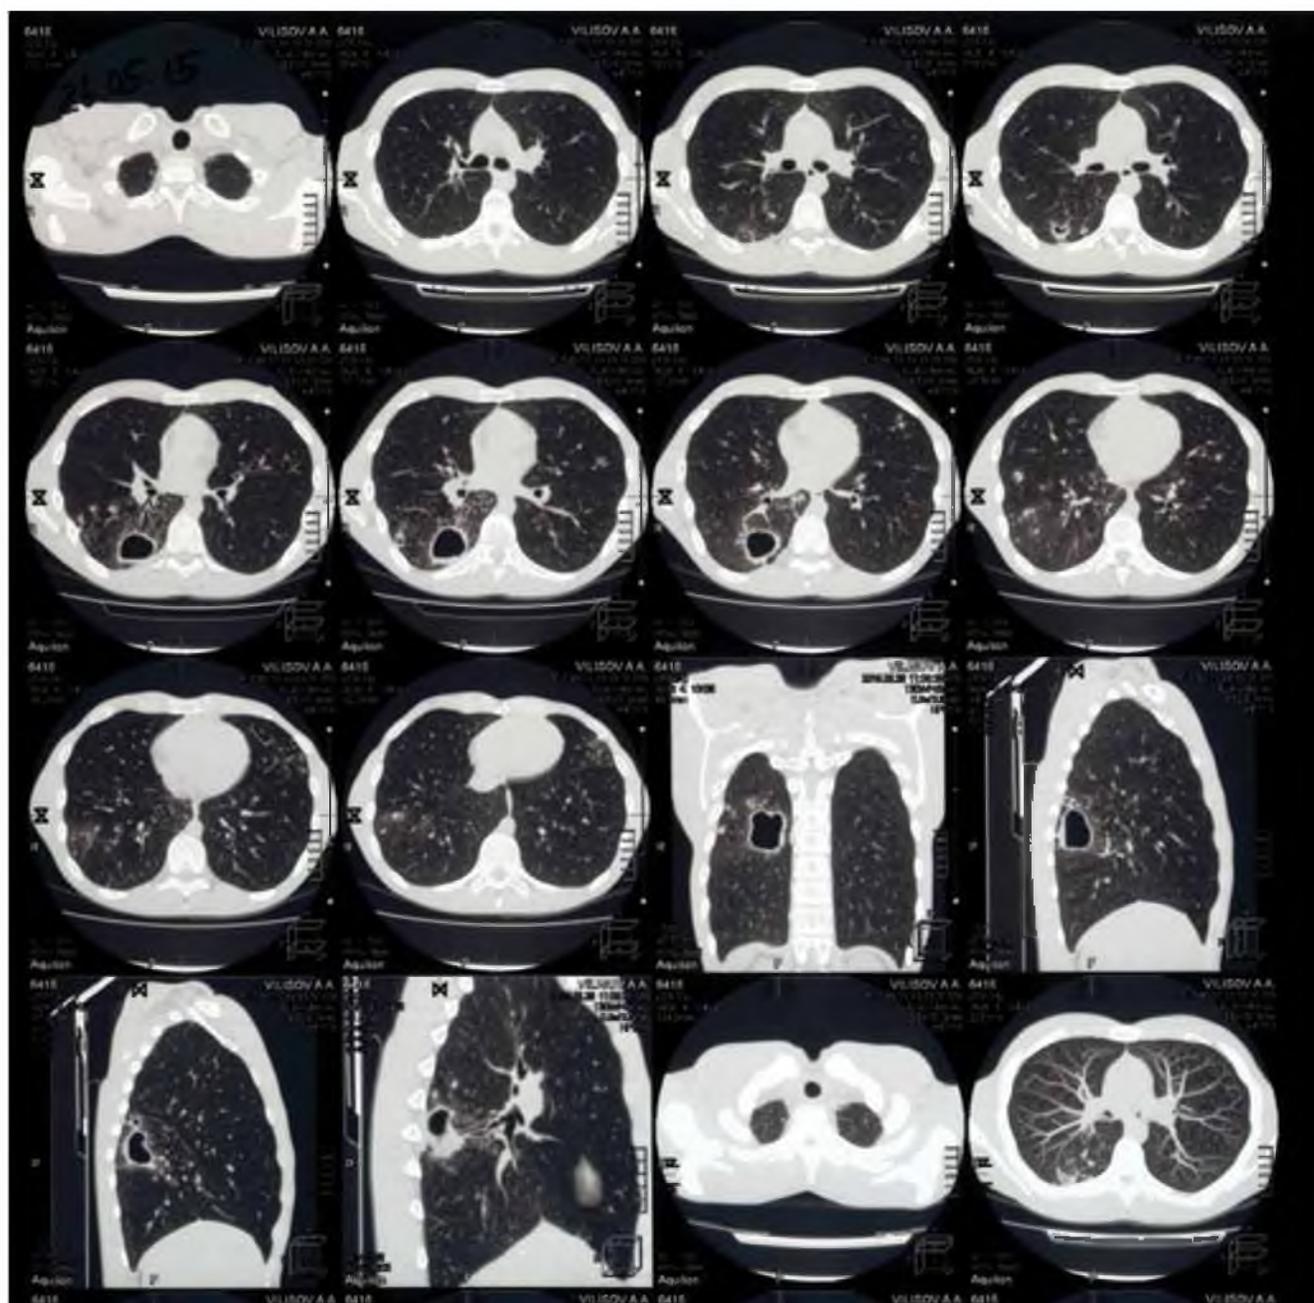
МСКТ-исследование от 26.05.2015 г.
